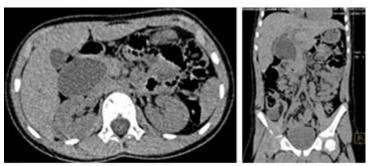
A y B. TAC multicorte en corte axial (A) y coronal (B), donde se evidencia imagen hipodensa en el hilio hepático.
